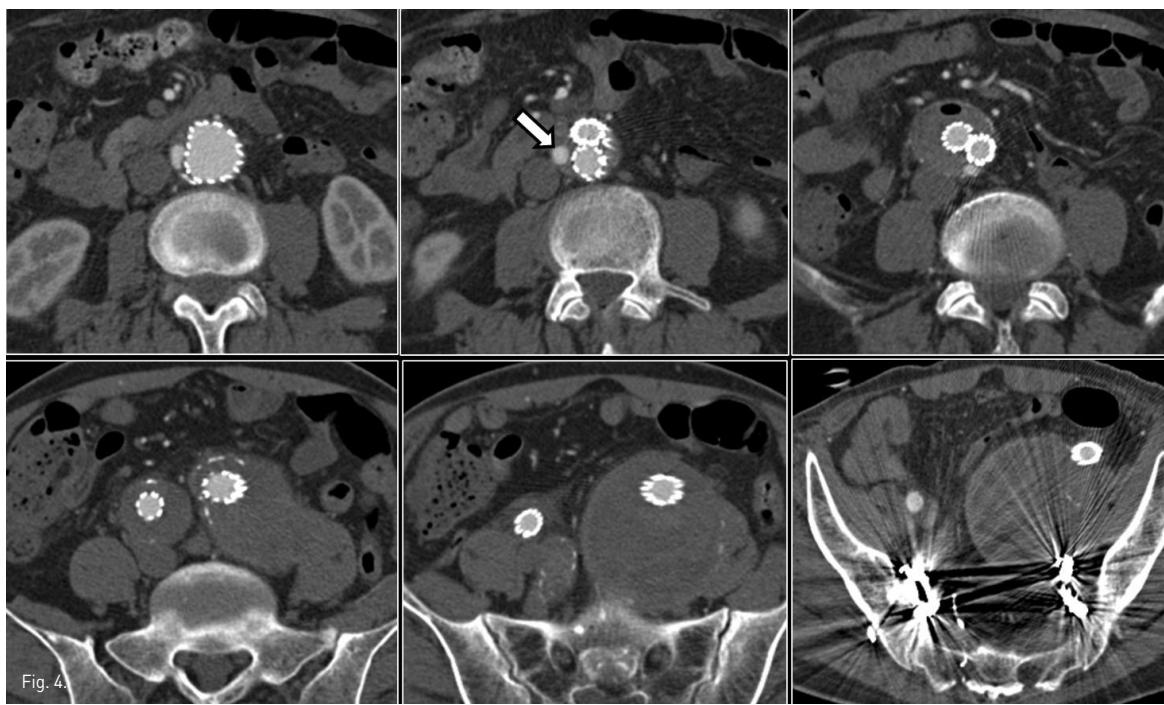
Follow up CT scans performed 3 days after endovascular repair demonstrate complete exclusion of the aneurysms including the huge common iliac artery aneurysm on the left side. A small amount of type 2 endoleak is incidentally noted (arrow). Metallic artifacts from coils within the internal iliac arteries can be seen.
